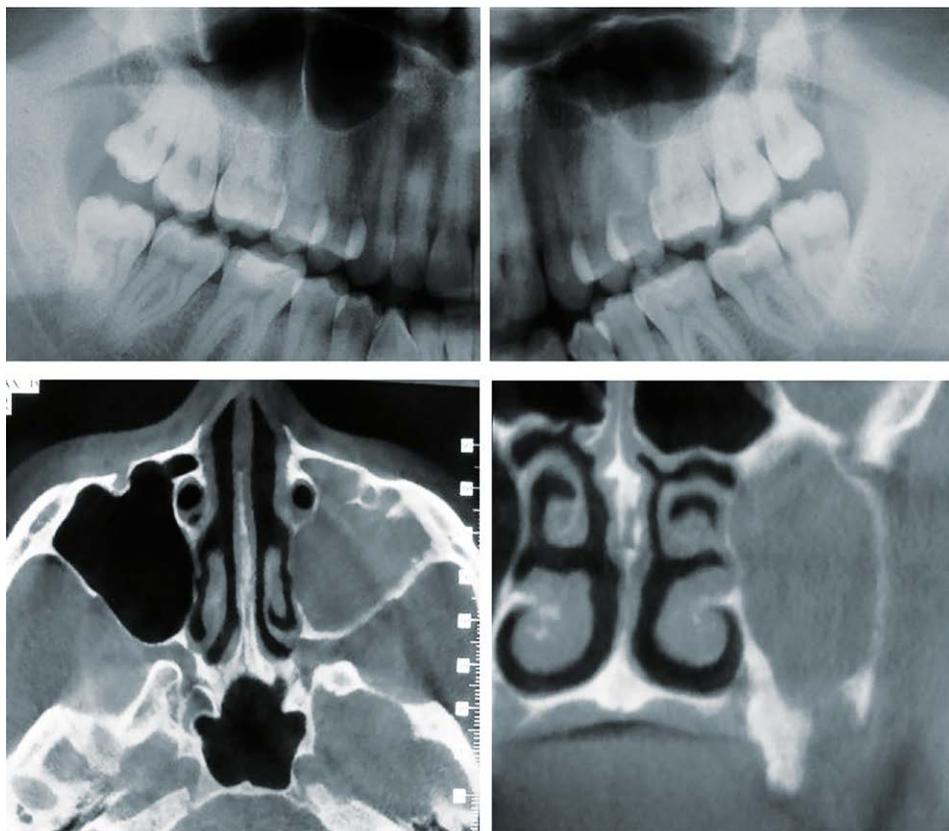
Paziente, asintomatico, che subisce prima estrazione di 18 e 48 senza esiti. Dopo due anni estrazione di 28 e 38. Ne esita frattura parziale della corona del 37 e COA che, non trattata tempestivamente, determina sinusite acuta (TC mostra opacamento del seno mascellare omolaterale).
